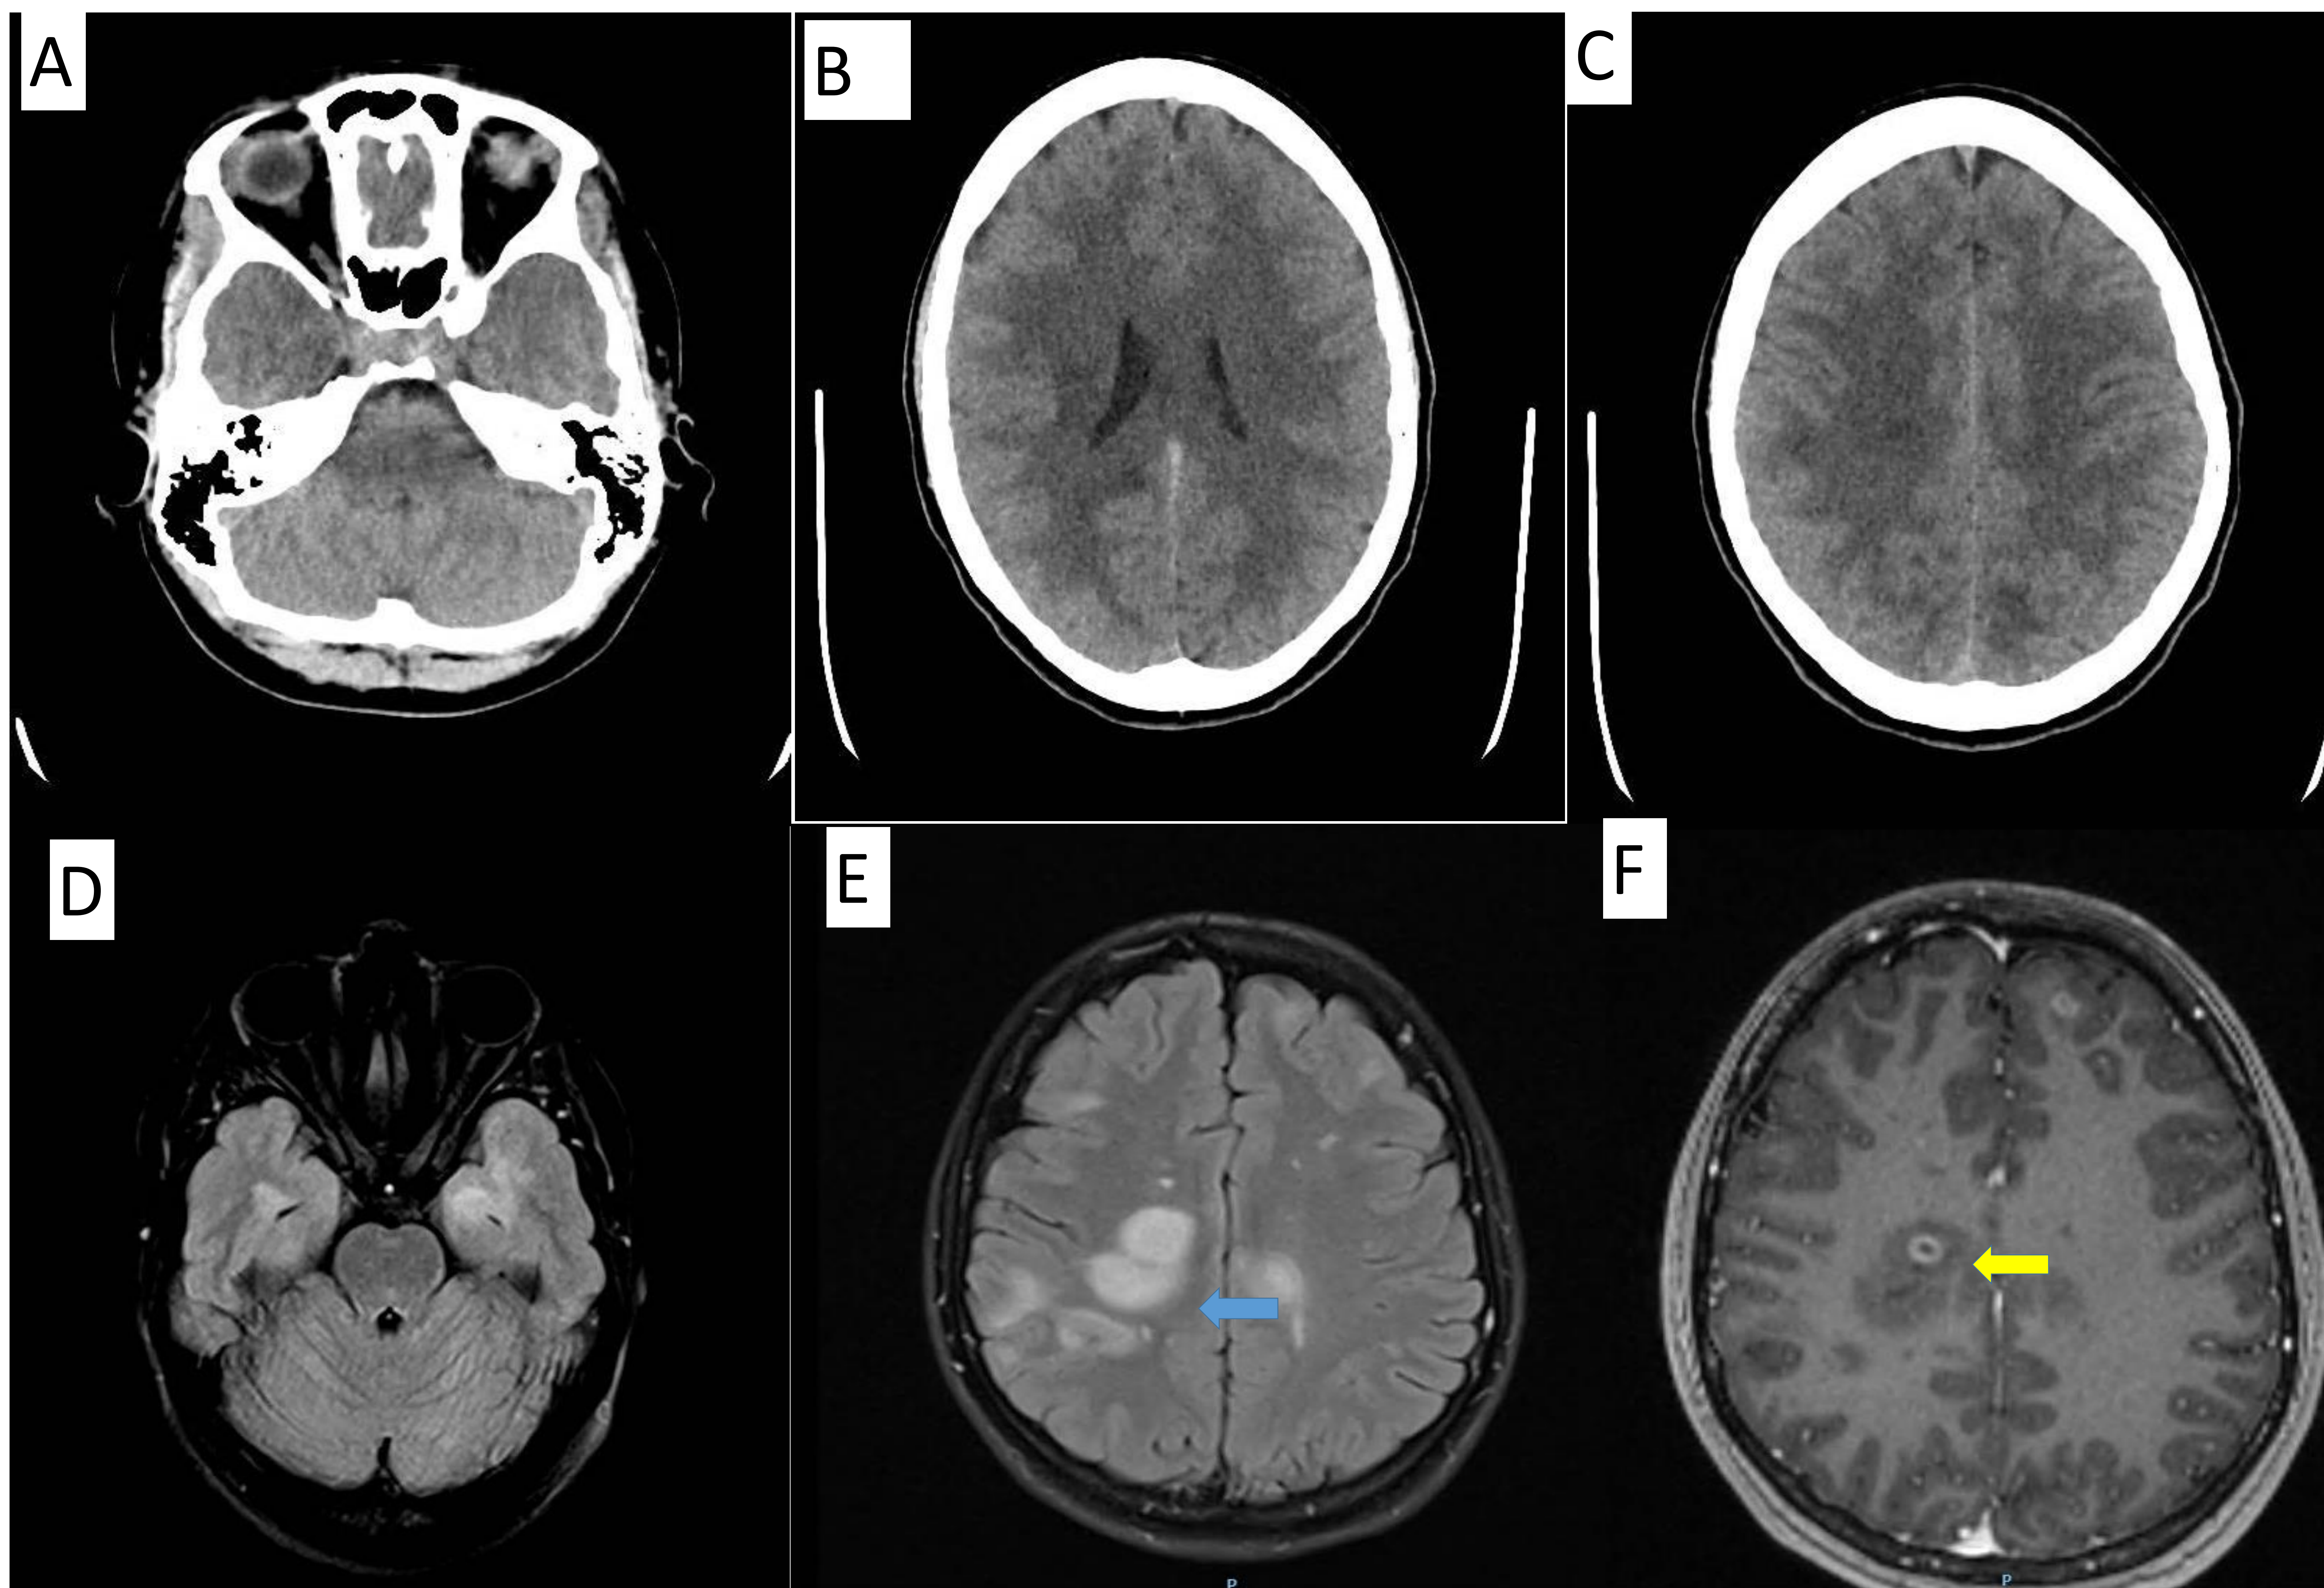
TC de cráneo sin contraste: A), B) y C).
